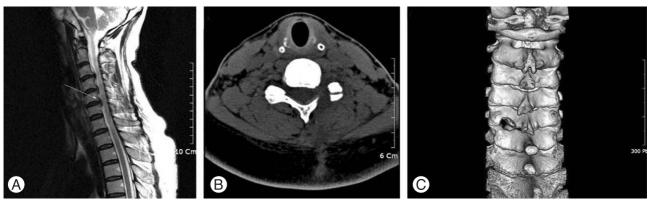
Postoperative images obtained in Case 2. (A) Sagittal T2 weighted MR image showing removal of C5-C6 disc fragment (arrow). (B) Axial CT images showing lamino foraminotomy site. (C) 3 dimensional reconstruction CT images depicting foraminotomy site.
